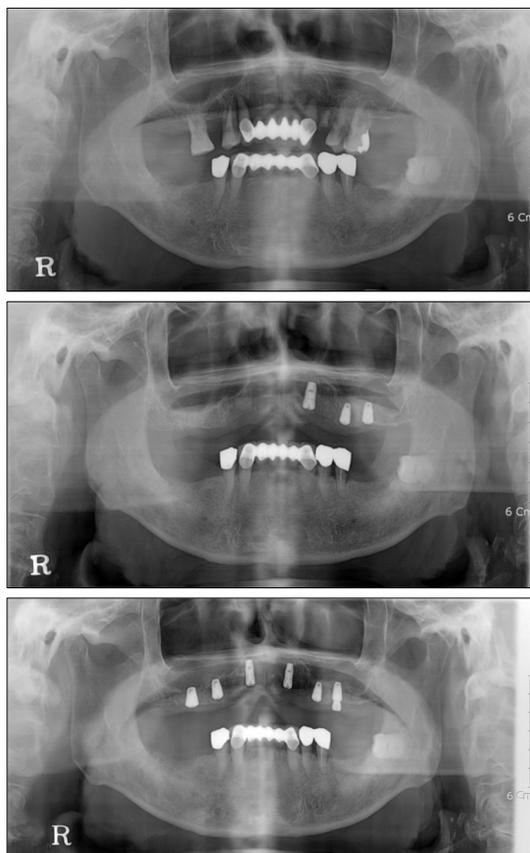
Serial Panoramic radiographs of case 3 (initial visit, 1<sup>st</sup> implant op, 2<sup>nd</sup> implant op).
